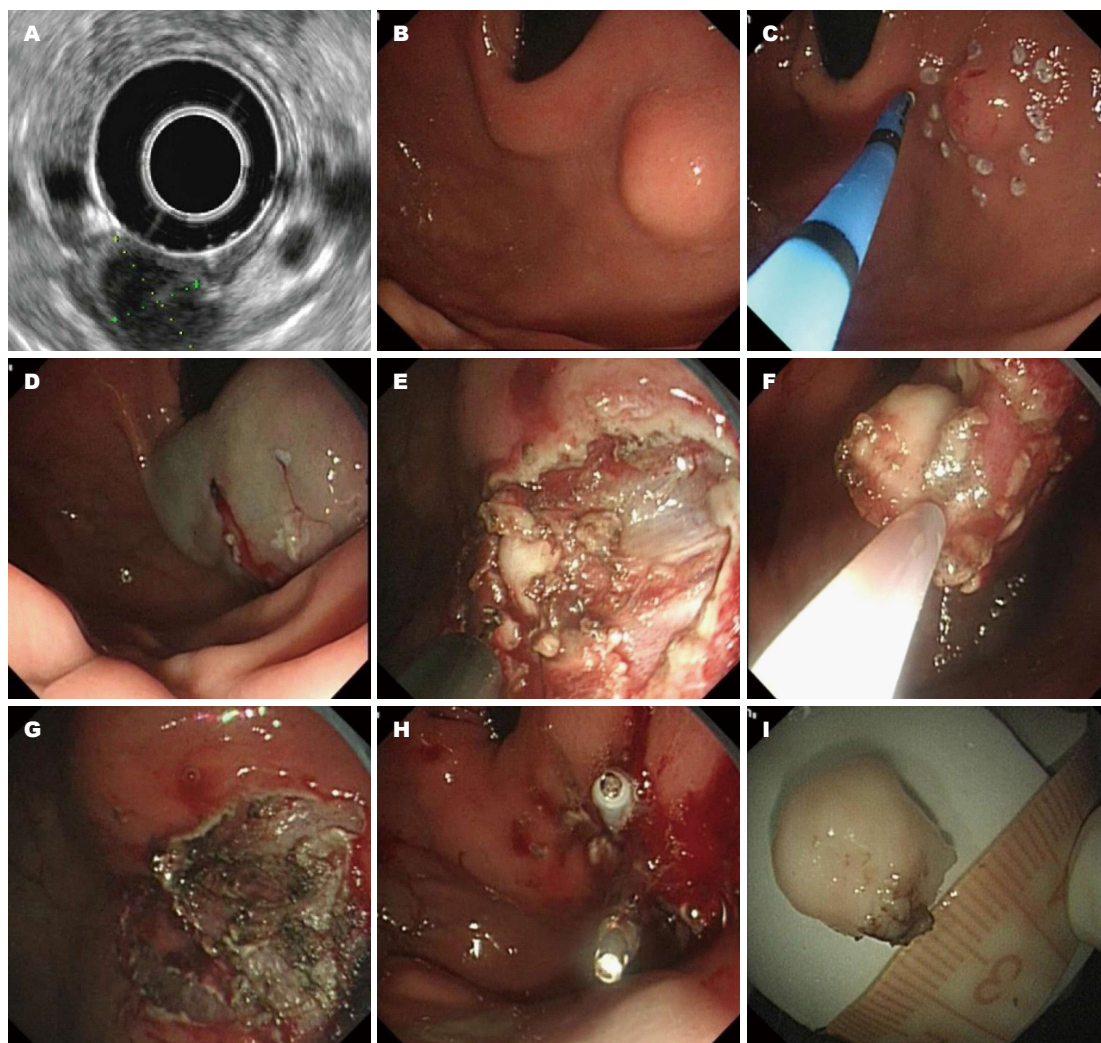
内镜黏膜下挖除术。A: 超声内镜下见起源于固有肌层的椭圆形低回声团块, 边界清晰, 肿块边缘可见低回声晕环; B: 白光内镜下见胃黏膜下隆起; C: 在隆起病灶边缘外0.5 cm处电凝标记切除范围; D: 预切开黏膜; E: 剥离黏膜下层显露瘤体; F: 剥离瘤体; G: 切下瘤体后的创面; H: 钛夹封闭创面; I: 切下的瘤体。
